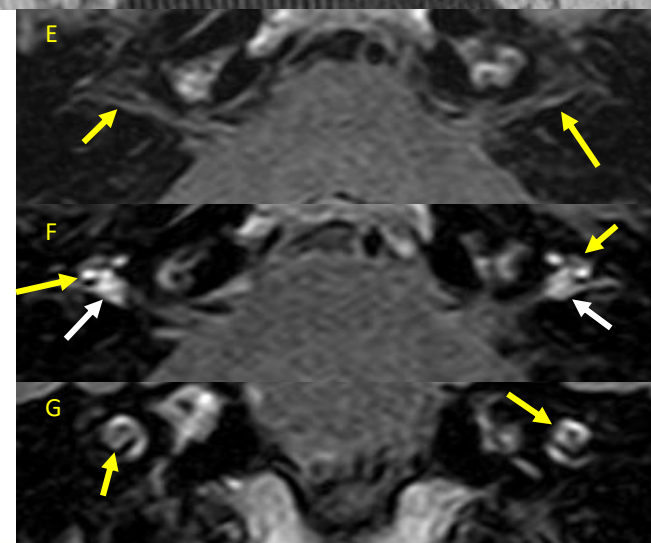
Reconstrucciones axiales (A, B) y coronales (C, D) de TC que muestran lucencias líticas severas en localizaciones fenestrales y retrofenestrales típicas. El estudio se completó posteriormente con RM, en la que las secuencias FLAIR sin contraste (E) y postcontraste axial (F) y coronal (G) que muestran realce intracoclear (flechas amarillas en F y G) y leve realce en el fondo del conducto auditivo interno (flechas blancas en F), hallazgos sugestivos de otosífilis, confirmada mediante pruebas de laboratorio.
